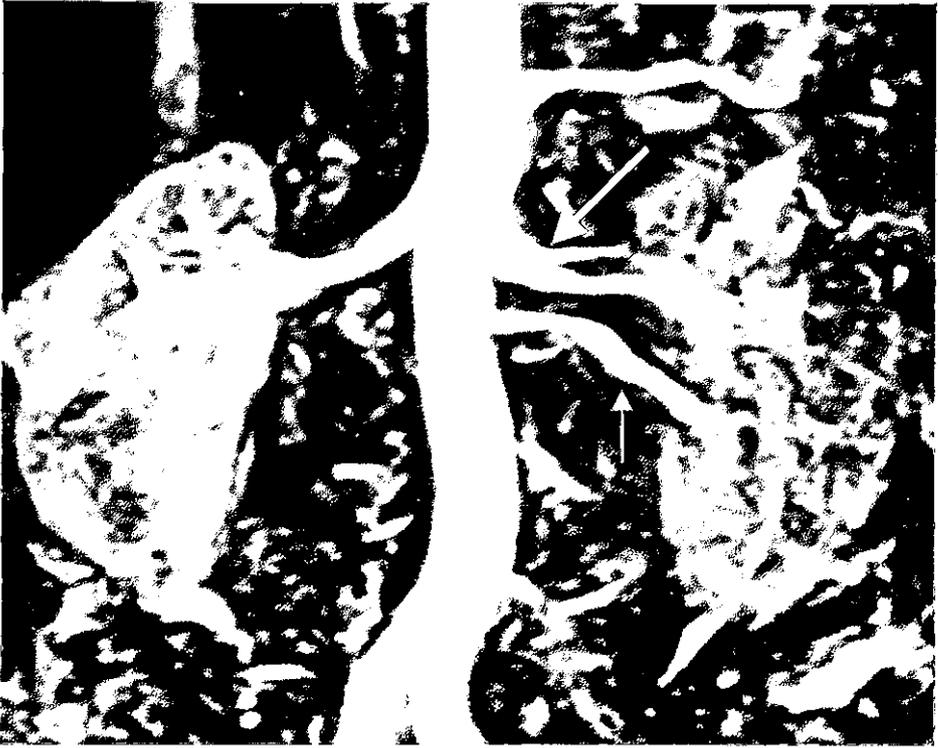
En el mismo paciente la angiorresonancia se reportó como una bifurcación a menos de 1 cm de la aorta (flecha grande) y una arteria accesoria en el polo inferior (flecha pequeña). Ante estos hallazgos se decidió realizar una nefrectomía derecha al paciente.
